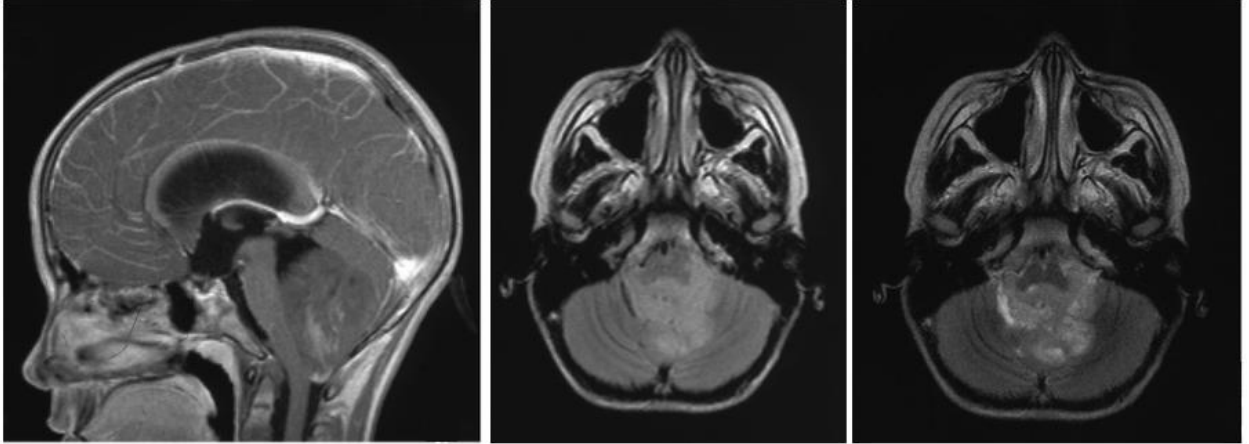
Данные дооперационной МРТ пациента А.
